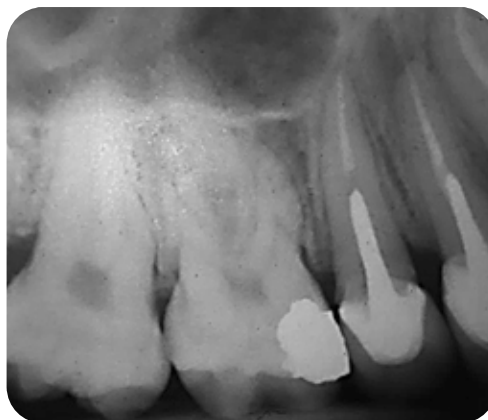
Radiografía de control a los 4 meses, se observa rehabilitación de los elementos 14 y 15
